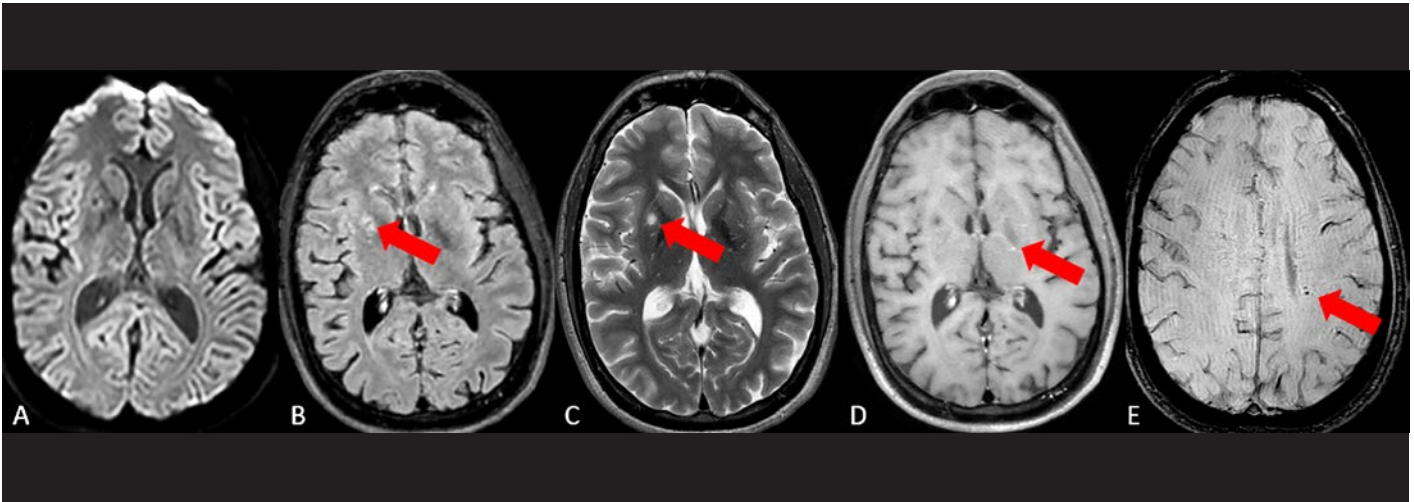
Magnetresonanztomogramm des Schädels (Axialschnitte): Diffusionsgewichtete Aufnahme ohne Diffusionsstörung (A). Chronischer kleiner lakunärer ischämischer Infarkt im Nucleus lentiformis rechts (roter Pfeil auf axialer FLAIR-Aufnahme B und auf axialer T2-gewichteter Aufnahme C). Kleine, punktförmige Kontrastmittelanreicherung im Crus posterius capsulae internaee links auf T1-kontrastmittelverstärkter Spin-Echo-Aufnahme (roter Pfeil in D) bei Kleingefässvaskulitis. Kleine Mikroblutungen im Centrum semiovale links (roter Pfeil in E) als Folge der Kleingefässvaskulitis.
